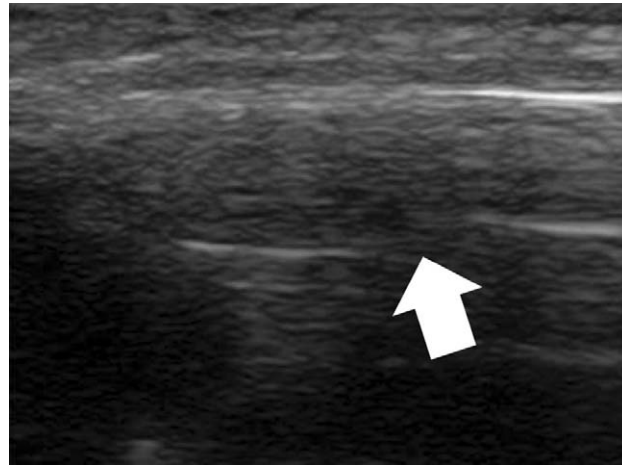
Ultrasonographic image of injured extensor tendon in third finger (Longitudinal view). The view shows discontinuity of extensor pollicis longus (arrow).
